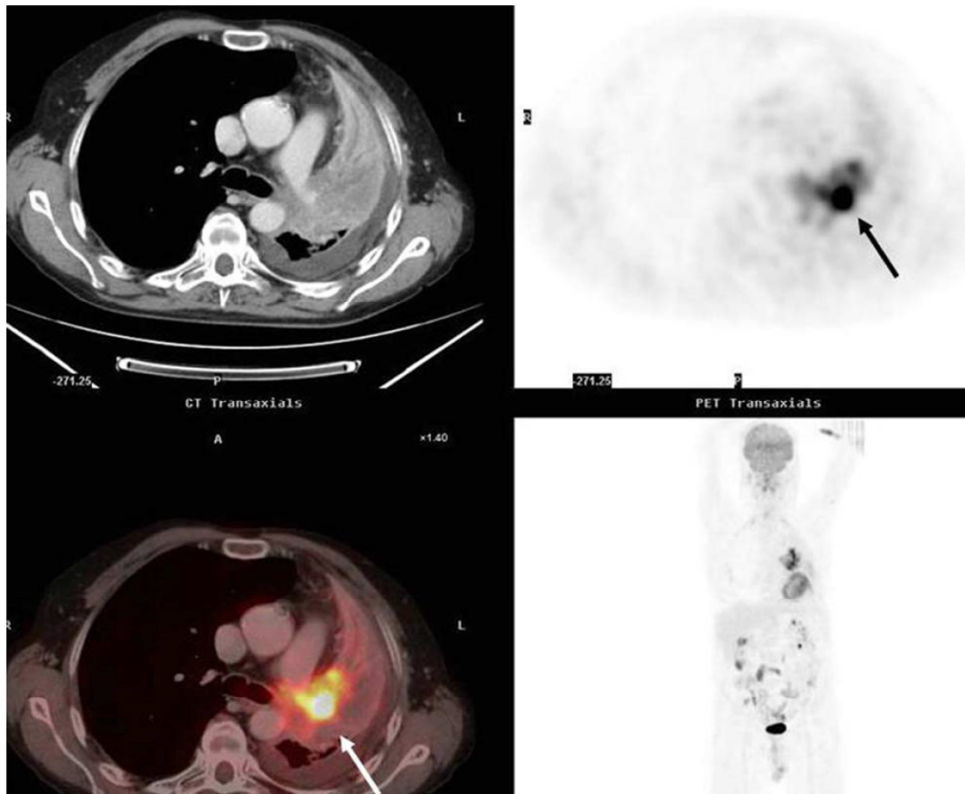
estudio PET/CT de estadificación en un paciente con carcinoma epidermoide pulmonar. Se evidencia el tumor central con intensa captación metabólica que permite diferenciarlo del resto del tejido de atelectasia del LSI.
